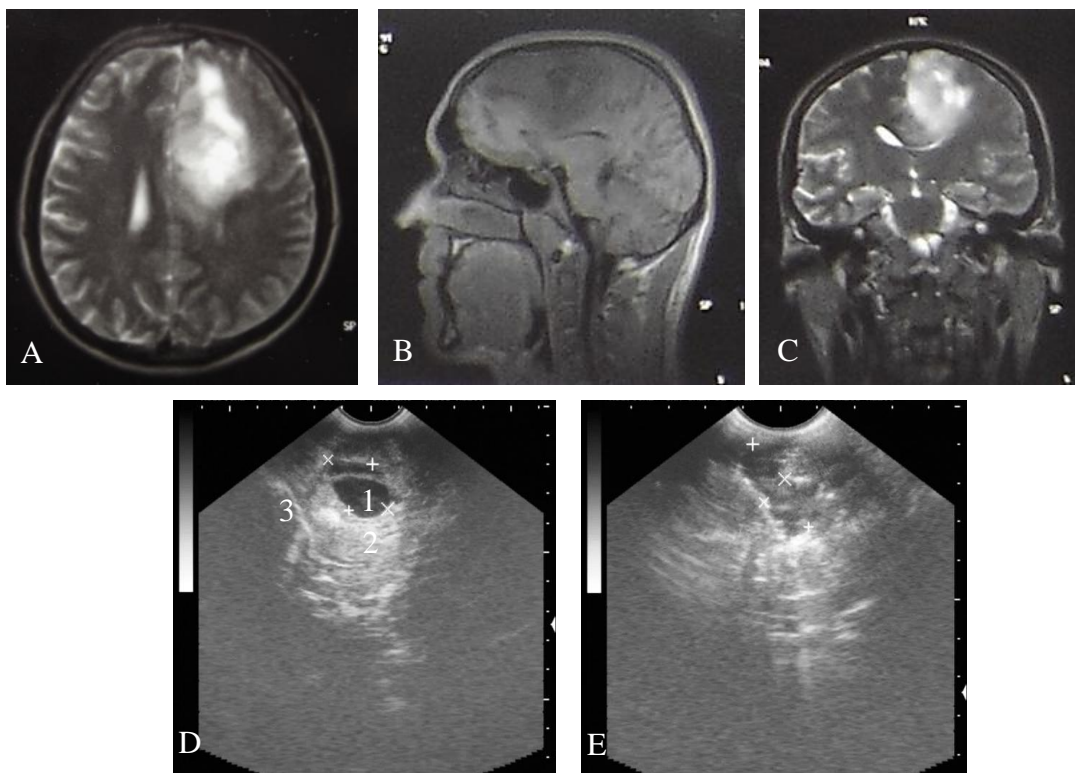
Oligodendrogliom fronto-parietal stînga: A - IRM axială; B - IRM sagitală; C - IRM coronariană; D - USIO transcorticală: 1 - chist tumoral bicameral. 2 - component tumoral solid. 3 - coasa cerebrală; E - USIO de control, cavitatea postexcizională.
